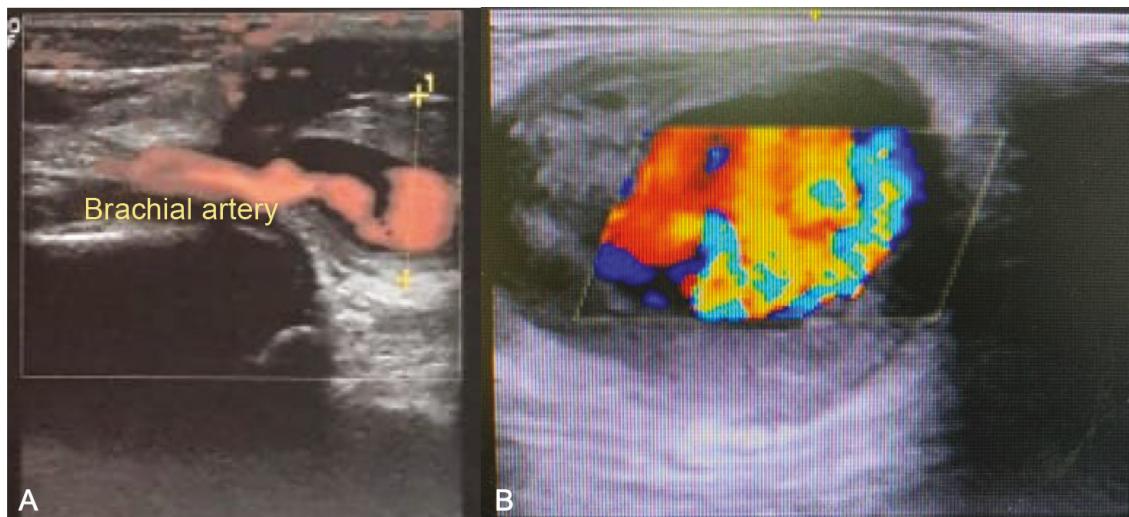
(A) Preoperative longitudinal Duplex ultrasonography showing where the pseudoaneurysm interrupts the artery; (B) Turbulent "yin yang" flow in the pseudoaneurysm.
